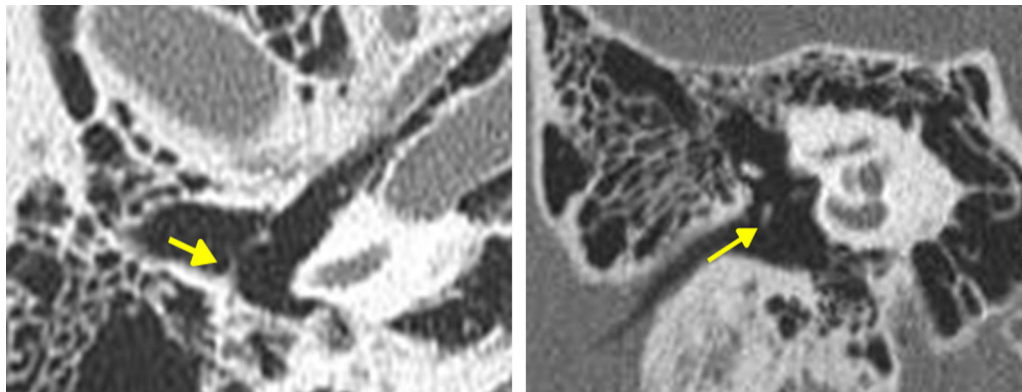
Fixação congênita do martelo (setas) nos cortes axial (direita) e coronal (esquerda) da TC do osso temporal.
